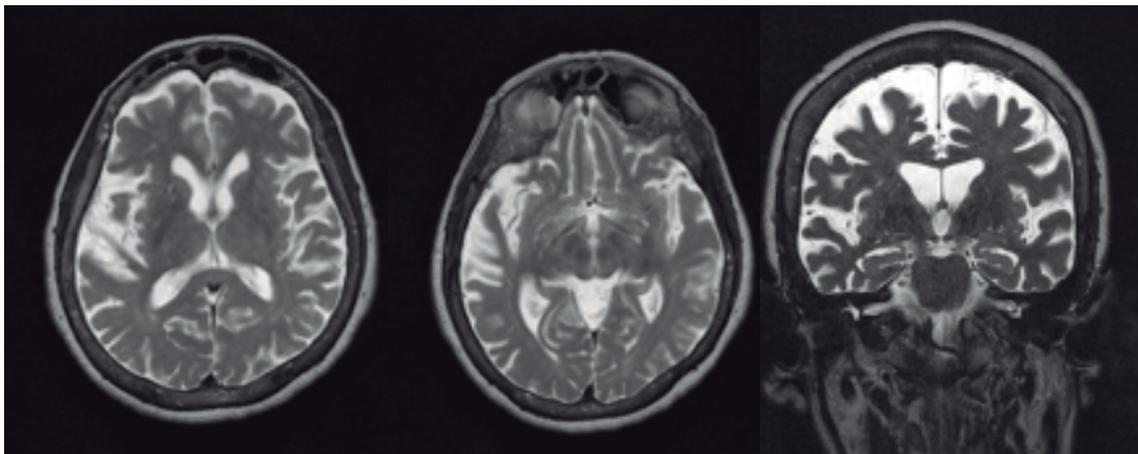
Resonancia magnética estructural de cerebro. Edad de la paciente: 67 años.
